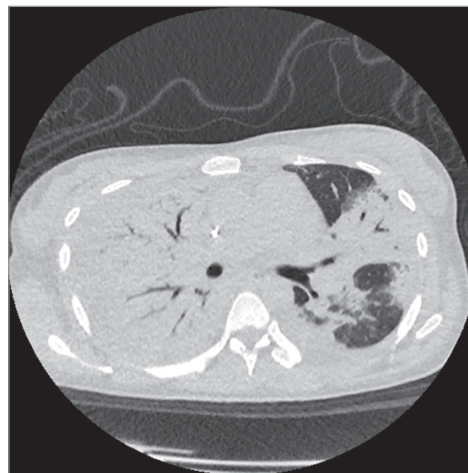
Аксіальний зріз КТ хворої Б.
